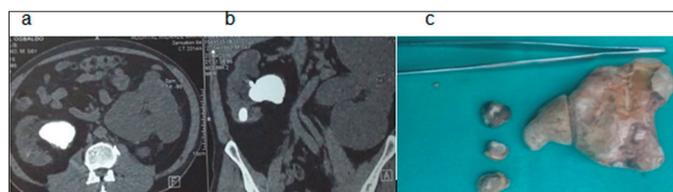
(a) y (b) Urotomografía (corte axial y coronal): litiasis piélica compleja múltiple. (b) Cálculos obtenidos del caso 2(a) de litiasis piélica múltiple, cálculo de mayor tamaño de diámetro aproximado de 60 mm
